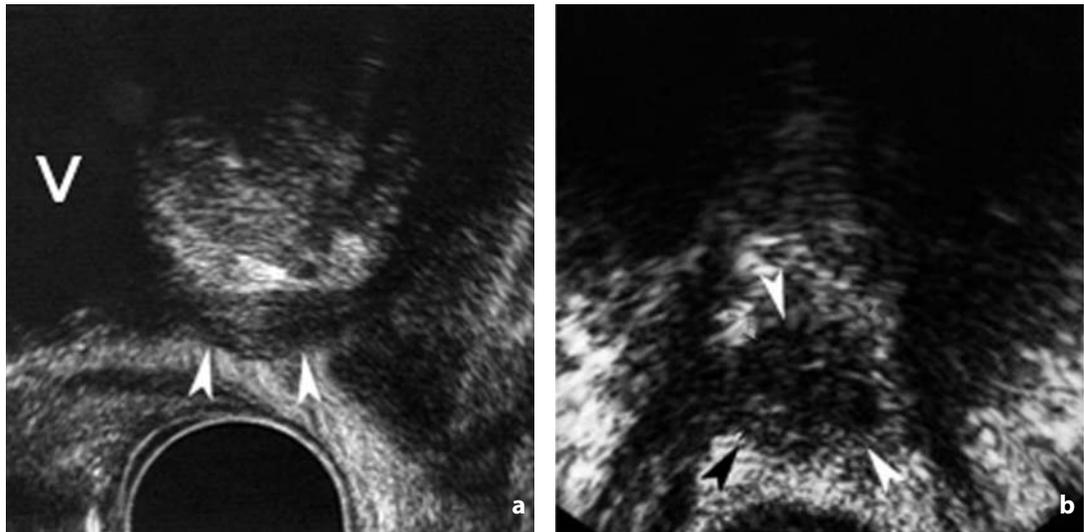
Ecografia. Esiti normali di prostatectomia radicale. a Nella scansione longitudinale le punte di freccia indicano l'uretra. V = vescica. b Nella scansione assiale le punte di freccia indicano l'anastomosi vescico-uretrale, simmetrica
